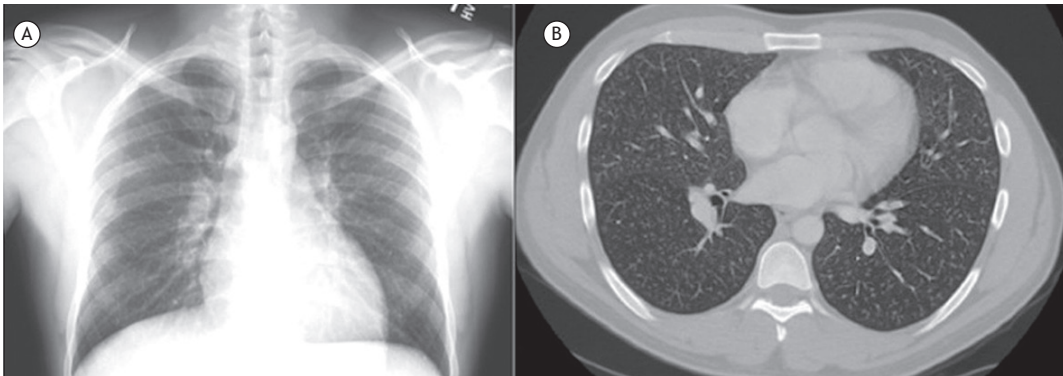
Em A, radiografia de tórax mostrando sombras micronodulares. Em B, TC de tórax mostrando nódulos centrolobulares em ambos os campos pulmonares.
